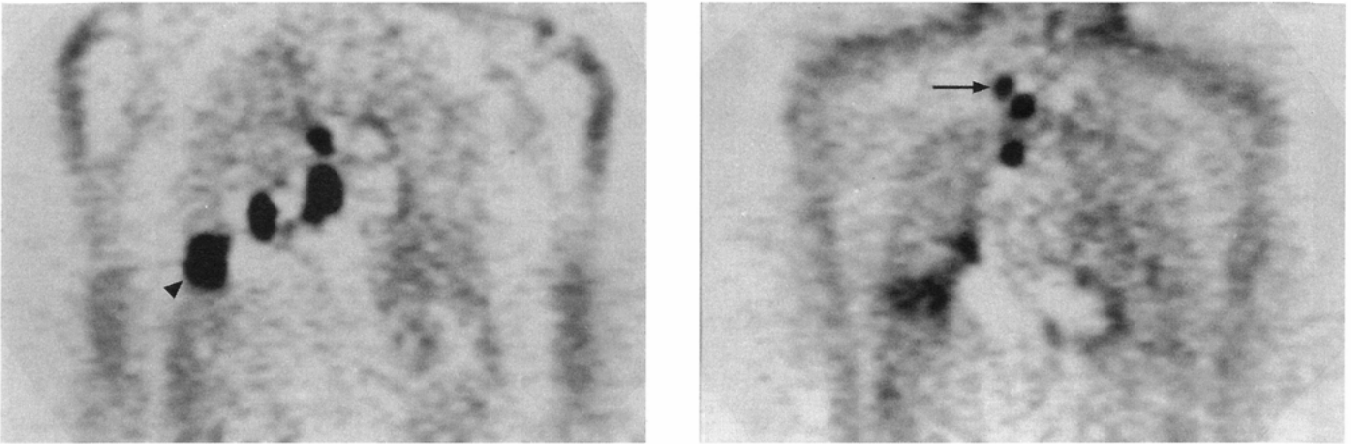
A case of lung cancer, stage N3. FDG PET images reveal intense uptake at the primary lesion (arrowhead), mediastinal lymph node and ipsilateral supraclavicular lymph node (arrow).
